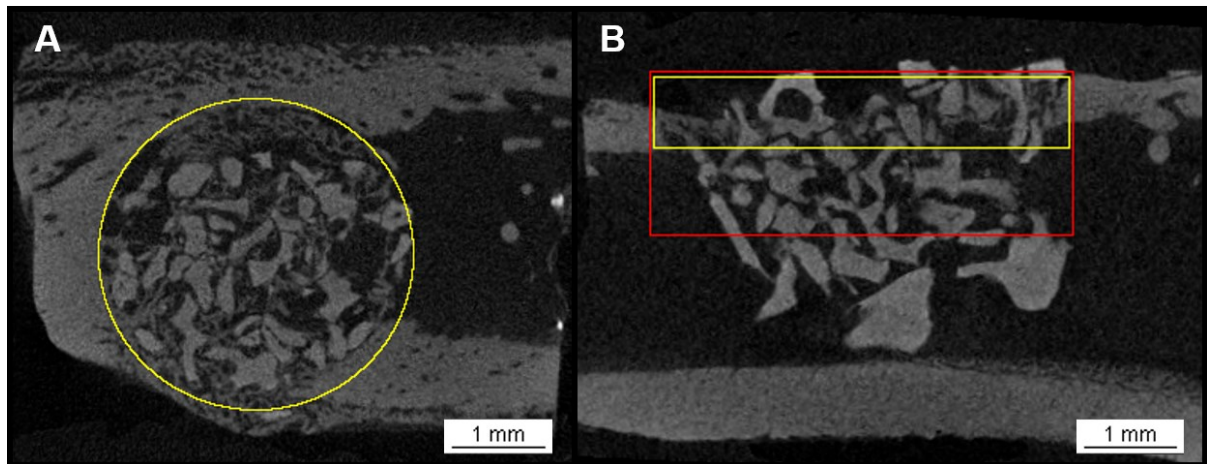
Regions of interest defined for bone micro-structural parameters analysis by micro-CT. A: Circular ROI 1 defined around the defect. B: Rectangular ROI 2 including both cortical and medullary area (red). The yellow rectangle corresponds to the cortical area assessed in the Ct.Th evaluation.
